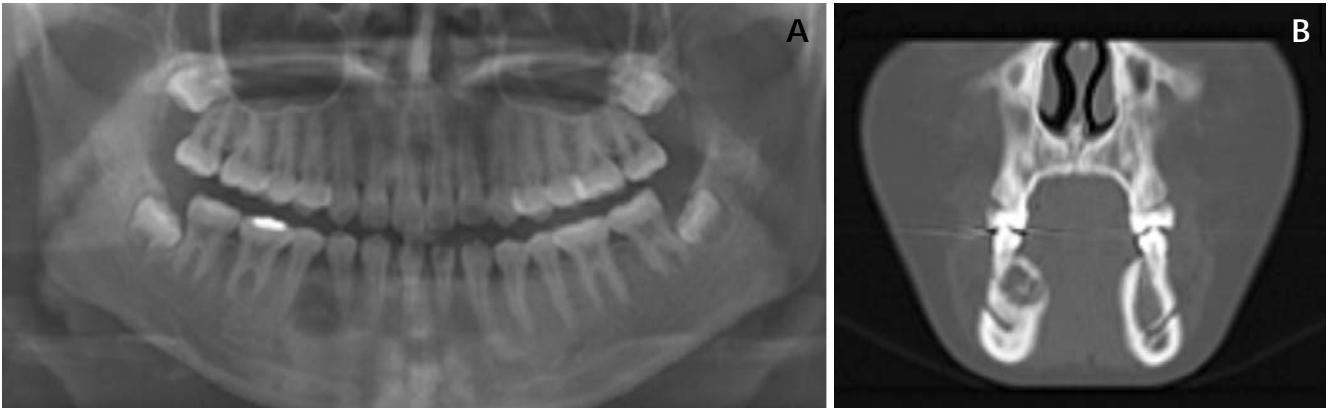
A. Panoramic radiograph shows a recurrent lesion that well-defined radiolucency between the right lower first premolar root and second premolar. B. CT scans show a well-defined radiolucent lesion occupying the right mandible. The diameter of lesion became larger than before.
